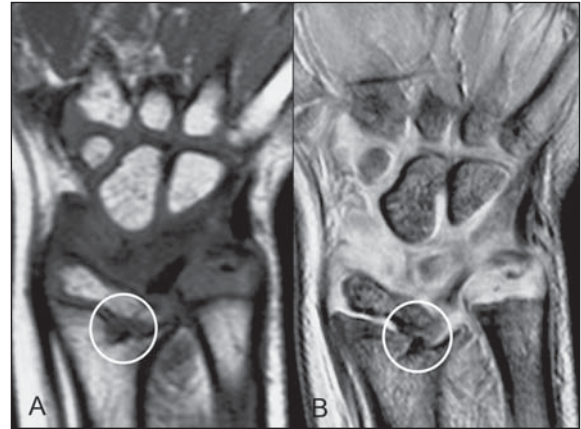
RM no plano coronal ponderada em T1 (A) e seqüência FFE (B) demonstram presença de barra fisária fibrosa (círculo) com hipossinal, além de deformidade angular do rádio.
